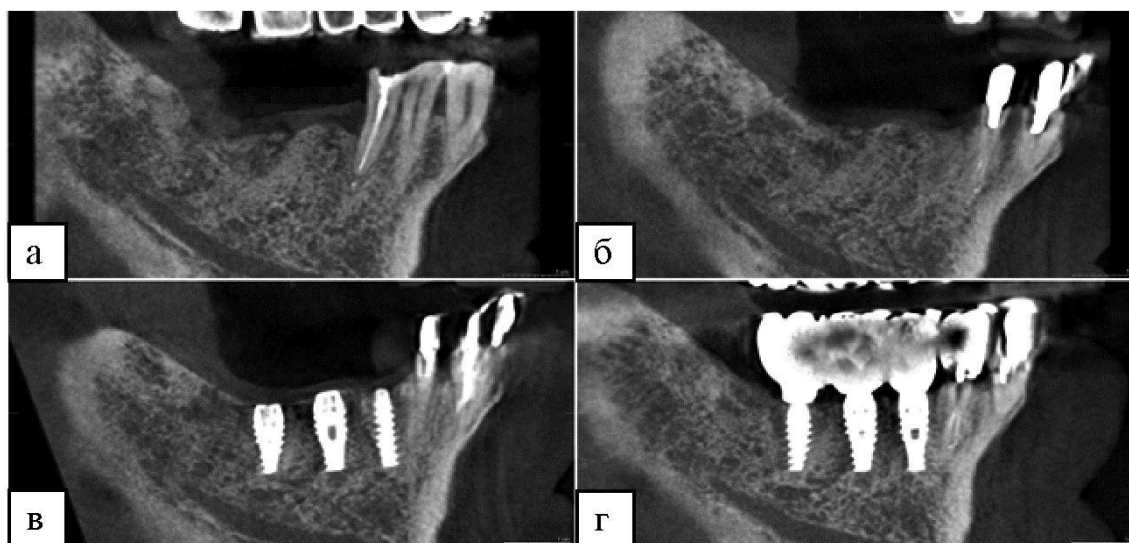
Отдаленный клинический результат замещения концевых дефекта альвеолярного гребня и восстановления зубного ряда 4-го челюстного сегмента у пациента М. 61 года из основной группы исследования. Компьютерные томограммы: а) до лечения – неравномерная атрофия альвеолярного гребня, отсутствие 45, 46 и 47 зубов; б) через 6 месяцев после реконструкции с применением СВФ-ЖТ-содержащих костнопластических материалов – получен достаточный объем костной ткани для размещения ДИ; в) через 3 месяца после установки ДИ – структура и плотность околоимплантатной костной ткани свидетельствуют об успешной остеоинтеграции; г) через 24 месяца функционирования зубопротезных конструкций – отсутствует околоимплантатная маргинальная костная потеря, нет снижения высоты реконструированного альвеолярного гребня, высокая степень костно-имплантатного контакта
